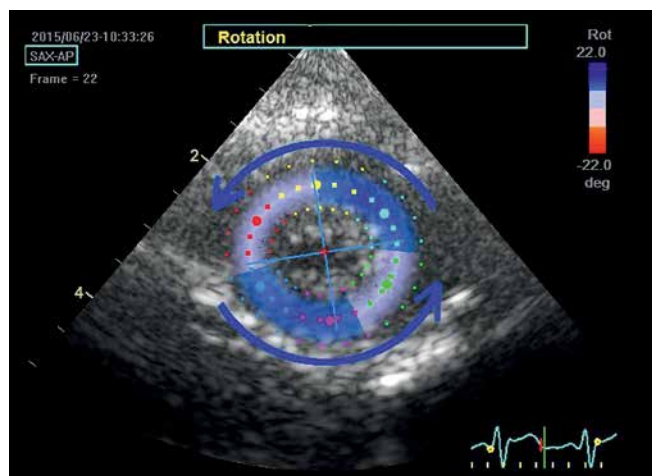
Parasternal transverse view of the left ventricle at the apical level; late systolic phase. During systole, the apex rotates counterclockwise, hence the blue color of ROI map and the deviation of main direction axes to the left
